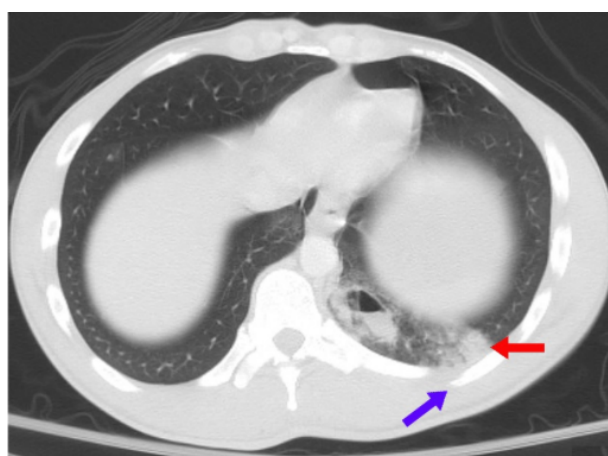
contusione polmonare in TAC
